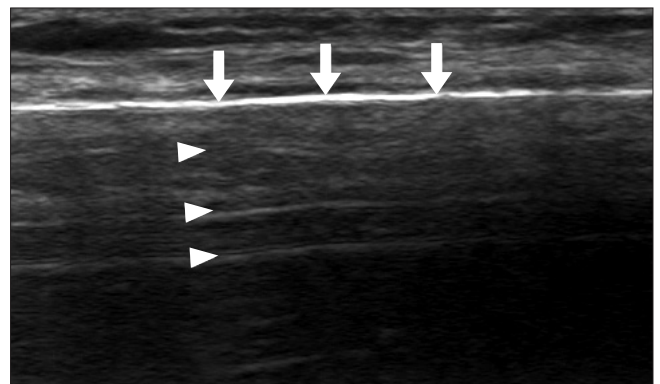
Long axis ultrasonography image of diaphysis of the radius shows a continuous straight hyperechoic line (arrows) and a reverberation artifact (arrowheads) projecting in the shadow beyond the bone can be seen.
